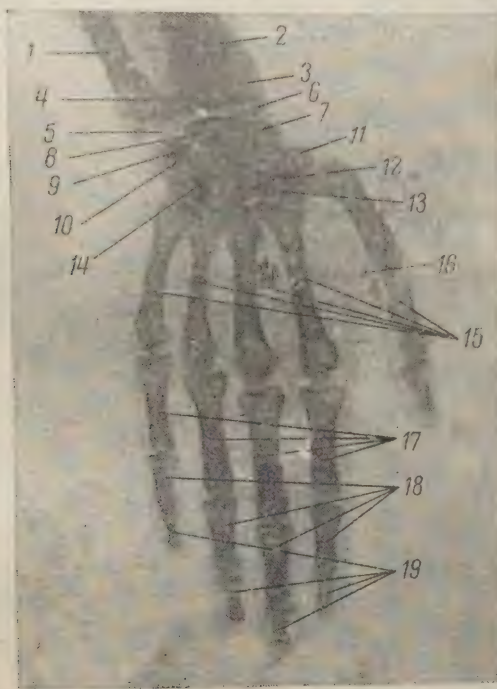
Рентгенограмма кисти мужчины 38 лет (ладонная проекция).
